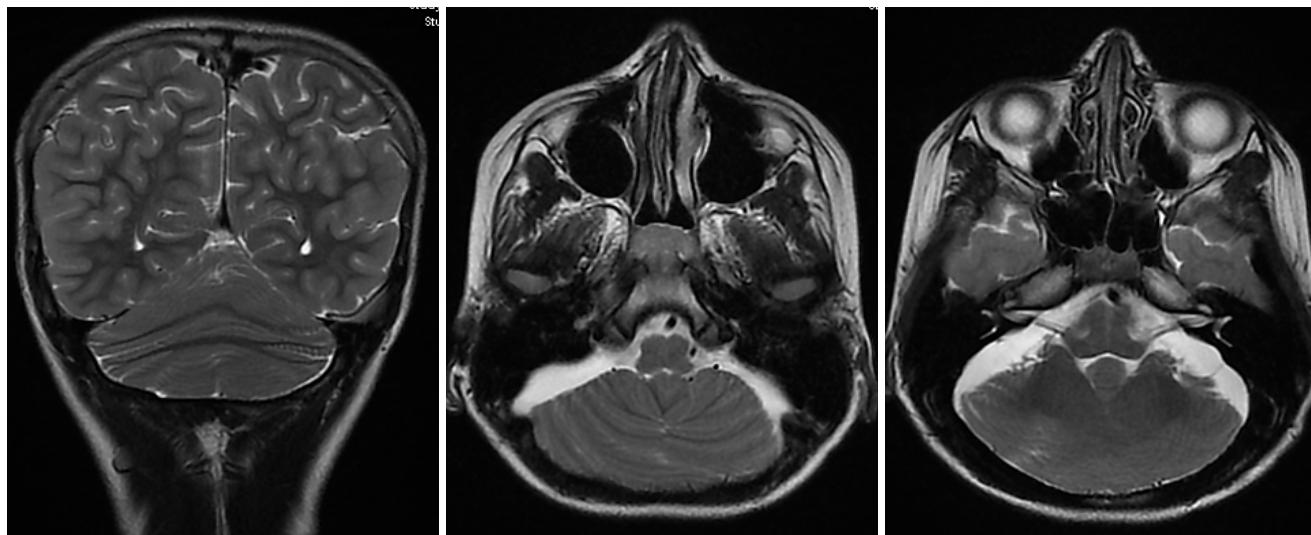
Пациент С. (9 лет). Неполный ромбэнцефалосинапсис с сохранением передней части червя. МРТ: 3 Т GE, T2 FSE (TR 5961, TE 112, ST 4 мм). COR, AX
